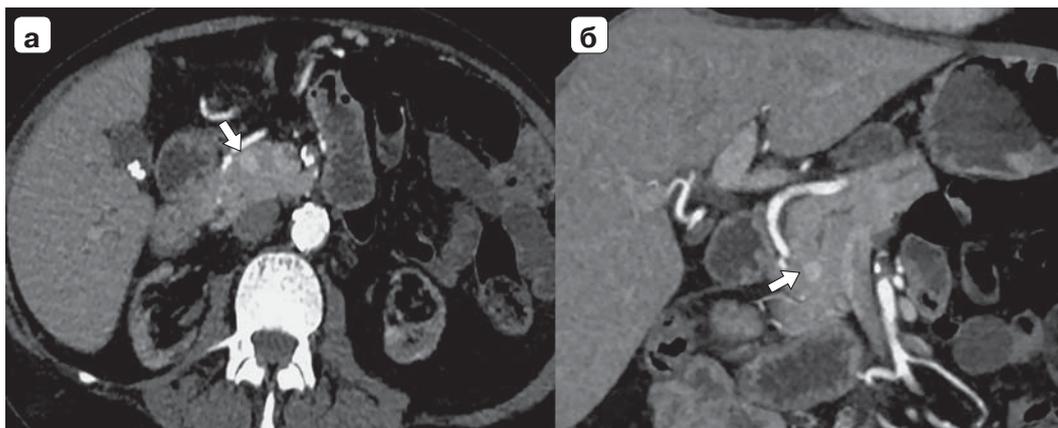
Компьютерные томограммы. Новообразование в головке ПЖ: а – аксиальная проекция; б – фронтальная проекция. Опухоль указана стрелками.
